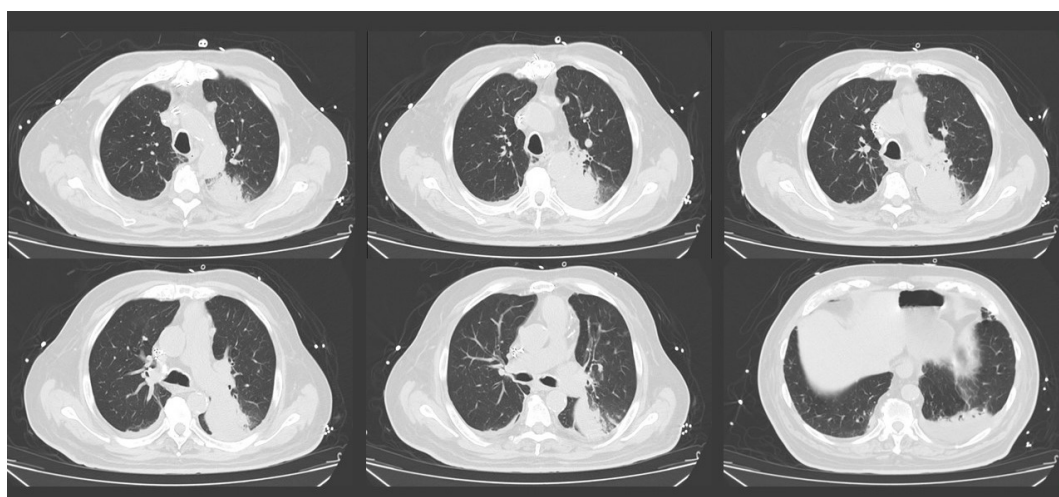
Tomografía computarizada de tórax del caso de melioidosis, a su ingreso al servicio de urgencias.
